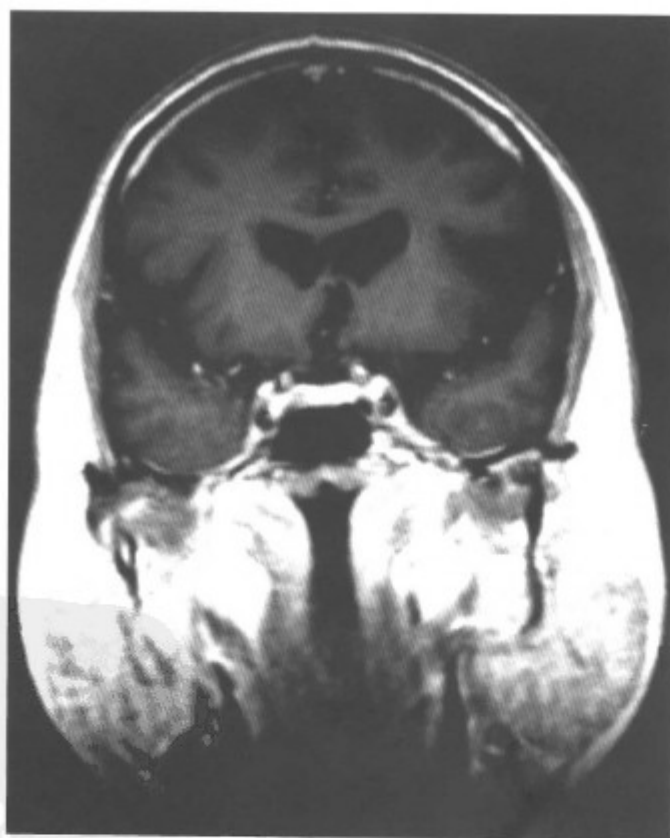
冠状MRI-T₁WI增强扫描,双侧肿大腮腺强化明显(同上病例)
